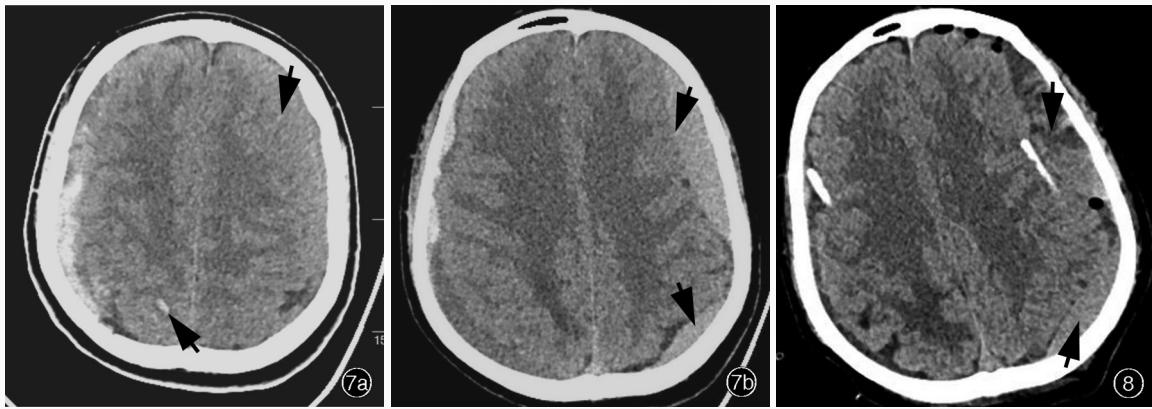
动态头部CT检查所见 7a 横断面CT(2021年7月15日)显示双侧硬膜下血肿密度增高(箭头所示),右侧明显,右侧顶叶高密度影,考虑为出血灶 7b 横断面CT(2021年7月23日)显示左侧硬膜下血肿体积明显扩大,邻近皮质受压改变(箭头所示) 图8 血肿引流术后头部横断面CT(2021年8月1日)显示双侧硬膜下血肿密度降低,左侧占位效应改善不明显(箭头所示)
